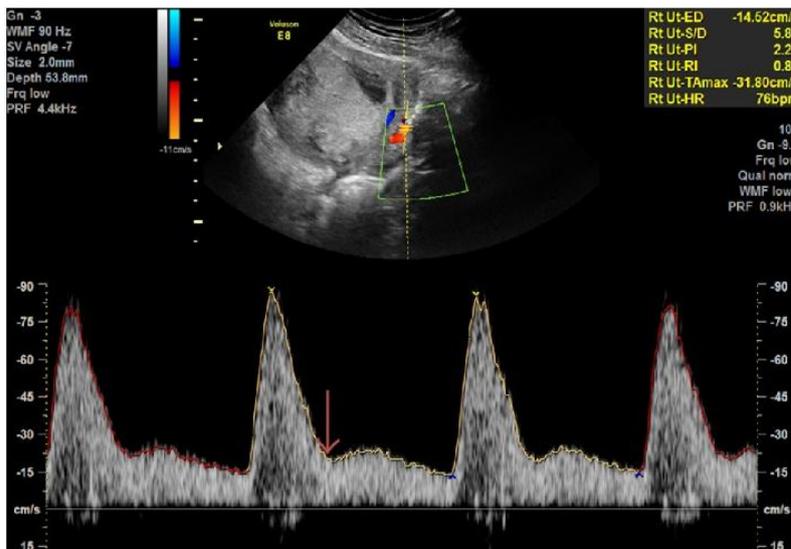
Ecografía Doppler transabdominal de la arteria uterina a nivel del orificio cervical interno. La onda de velocidad de flujo muestra un aumento del índice de pulsatilidad así como una escotadura telediastólica temprana (NOTCH)⁹³.
